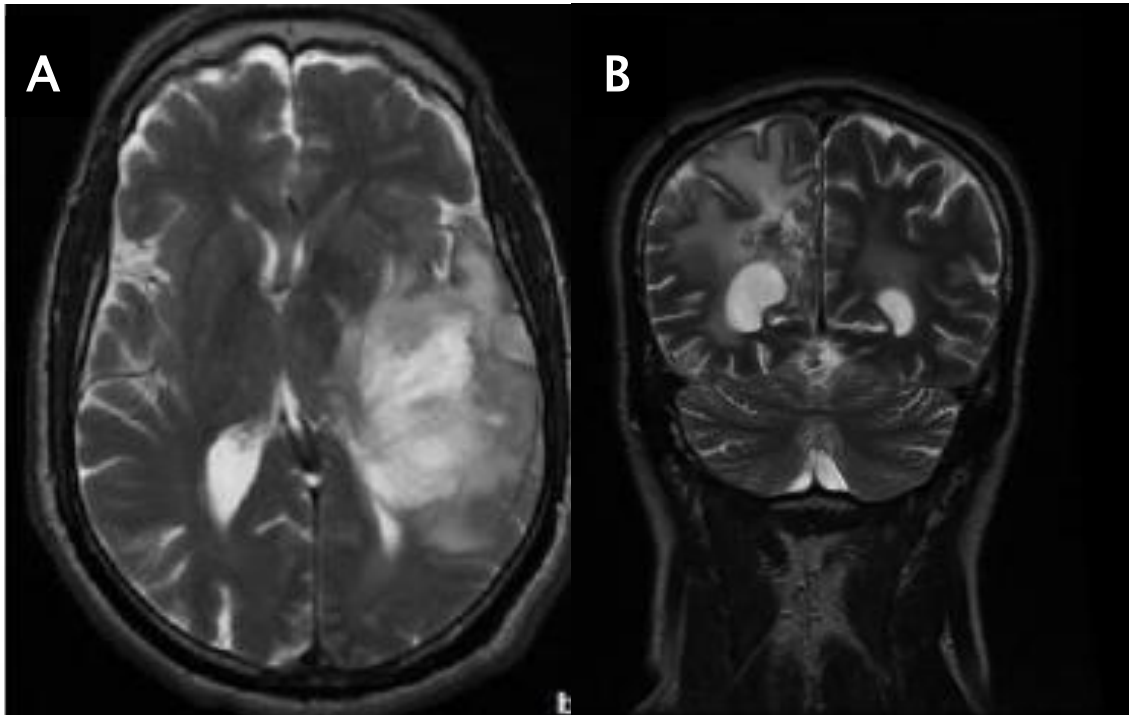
Coupes IRM axiales en pondération T2 montrant une tumeur tissulaire temporale (A), coupe coronale montrant une lésion occipitale (B) (Service de radiologie, CHU Hassan II de Fès)
